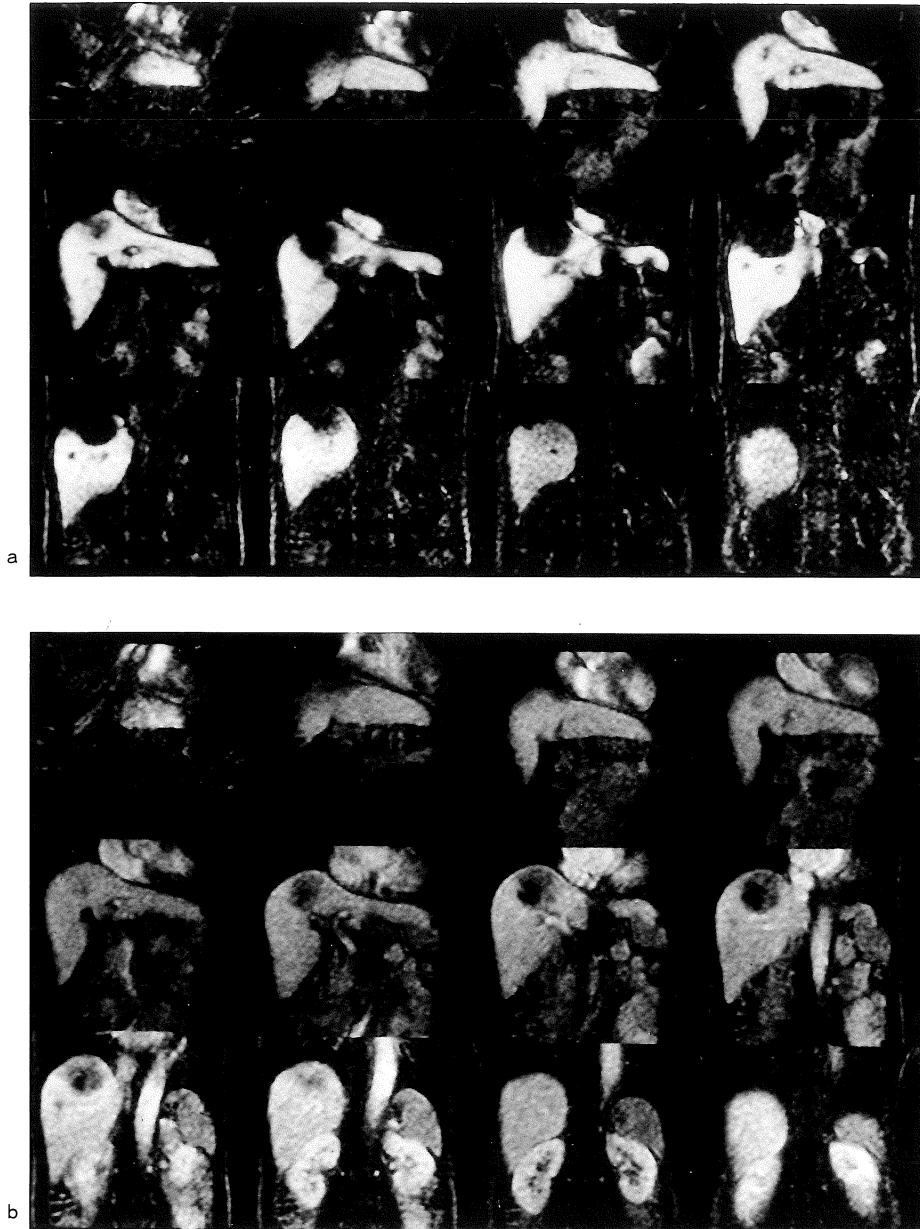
MR images obtained at the same level of section in a patient with HCC. (a) Multislice Turbo FLASH MR images obtained during superior mesenteric artery injection of the Gd-DTPA showed a marked increase in signal intensity of hepatic parenchyma. HCC is clearly demonstrated as unenhanced lesion. Enhancement of blood of left ventricular cavity and aorta are not seen yet. (b) Multislice Turbo FLASH MR images obtained during arterial phase showed increase in signal intensity of HCC.
